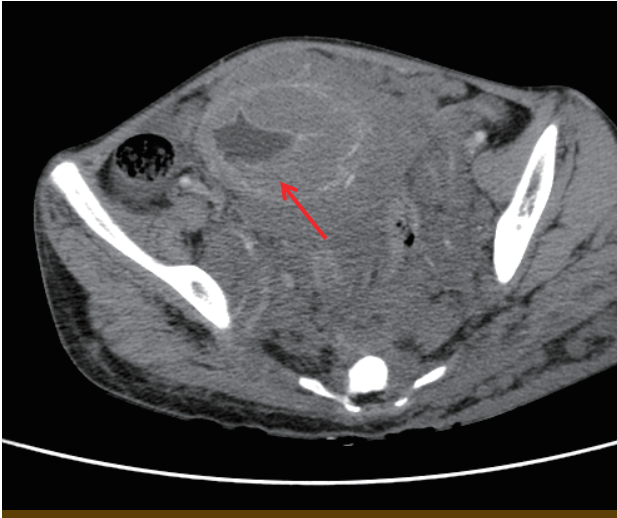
Abdomino-pelvic CT scan shows a bulky hypodense tumor measuring about 10x11 cm (arrow).
